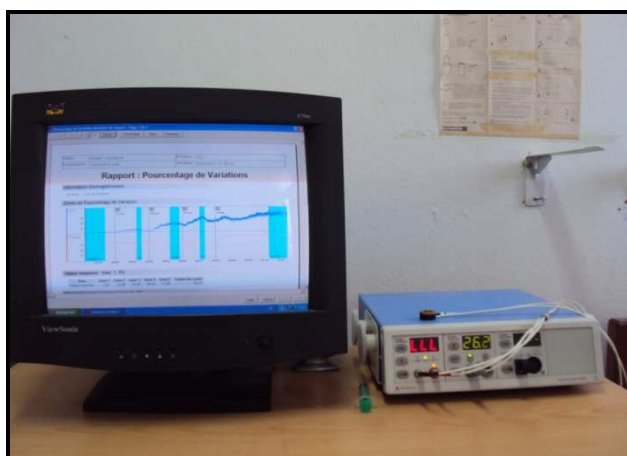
Ordinateur lié au Laser Doppler équipé d'un logiciel Perisoft for Windows System
